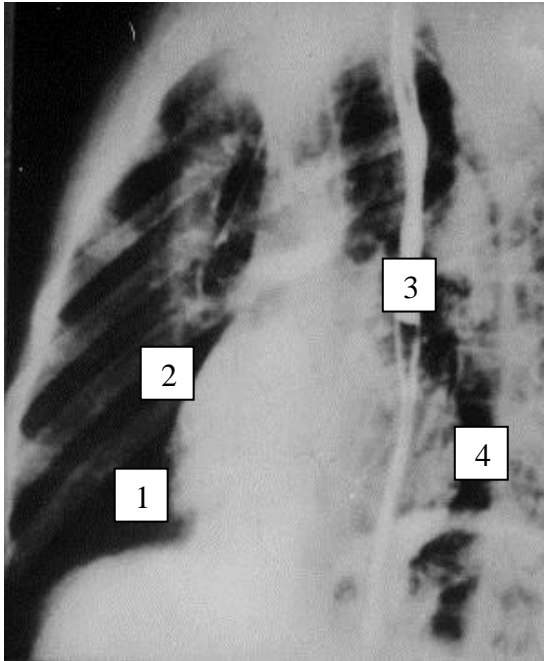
Рентгенограмма сердца во второй (левой) косой проекции. 1 – дуга правого желудочка, 2 – дуга правого предсердия, 3 – дуга левого предсердия, 4 – дуга левого желудочка. Норма [20]
